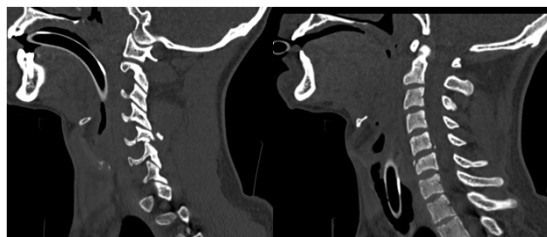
TC cervical (sagital): Fractura-luxación cervical C5-C6 por flexión-districción (tipo teardrop)
